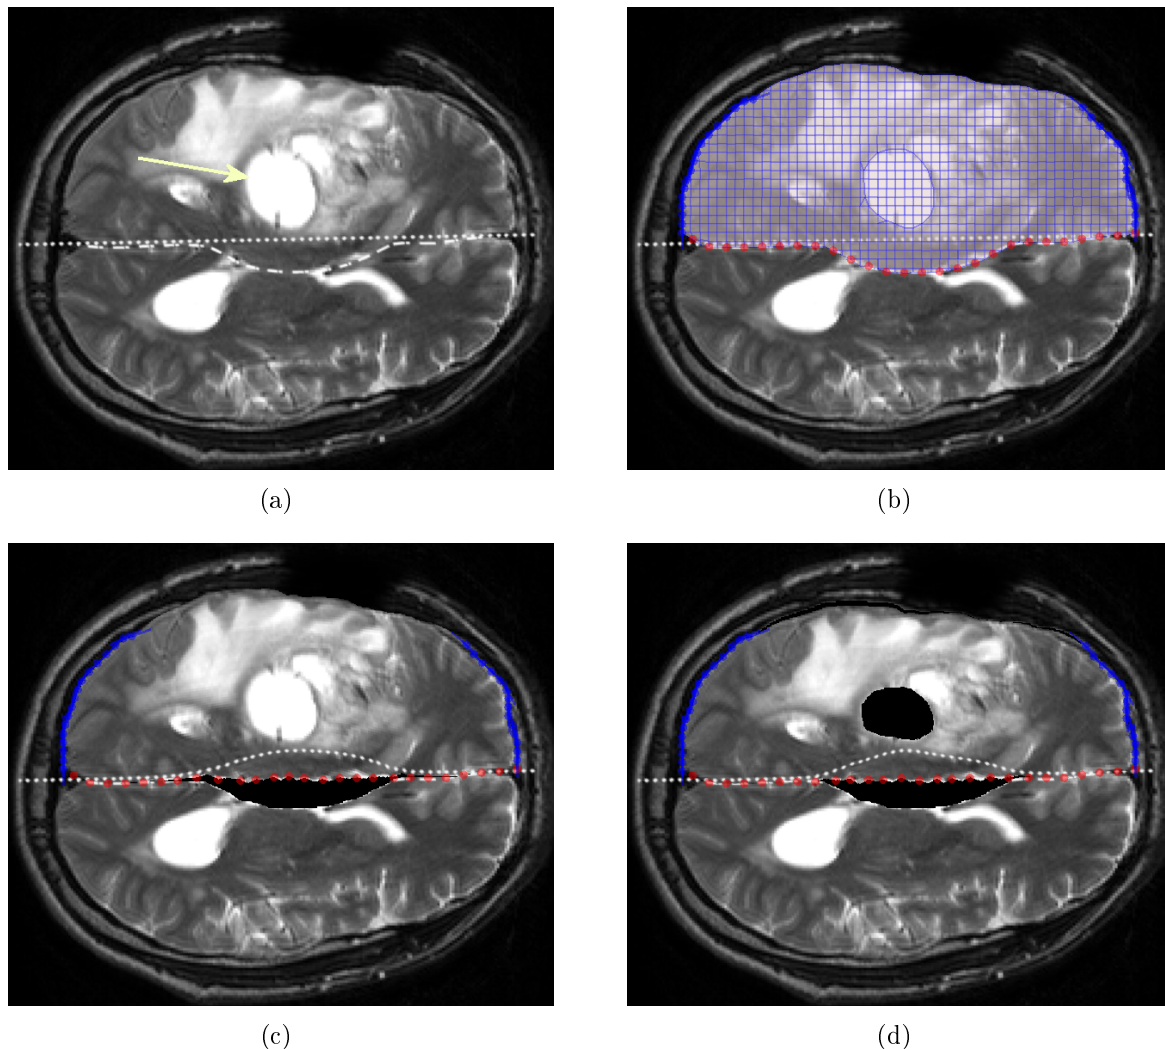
(a) Coupe axiale IRM T2 pré-opératoire : ligne interhémisphérique initiale (points) et pathologique (tirets). Le kyste est indiqué par une flèche. (b) Modèle biomécanique 2D de l'hémisphère opéré. Le kyste est modélisé par une composante quasi-incompressible. (c) Correction de la ligne interhémisphérique par déplacement des nœuds pilotes et soulèvement cortical associé. (d) Affaissement cortical dû à l'aspiration du kyste.
